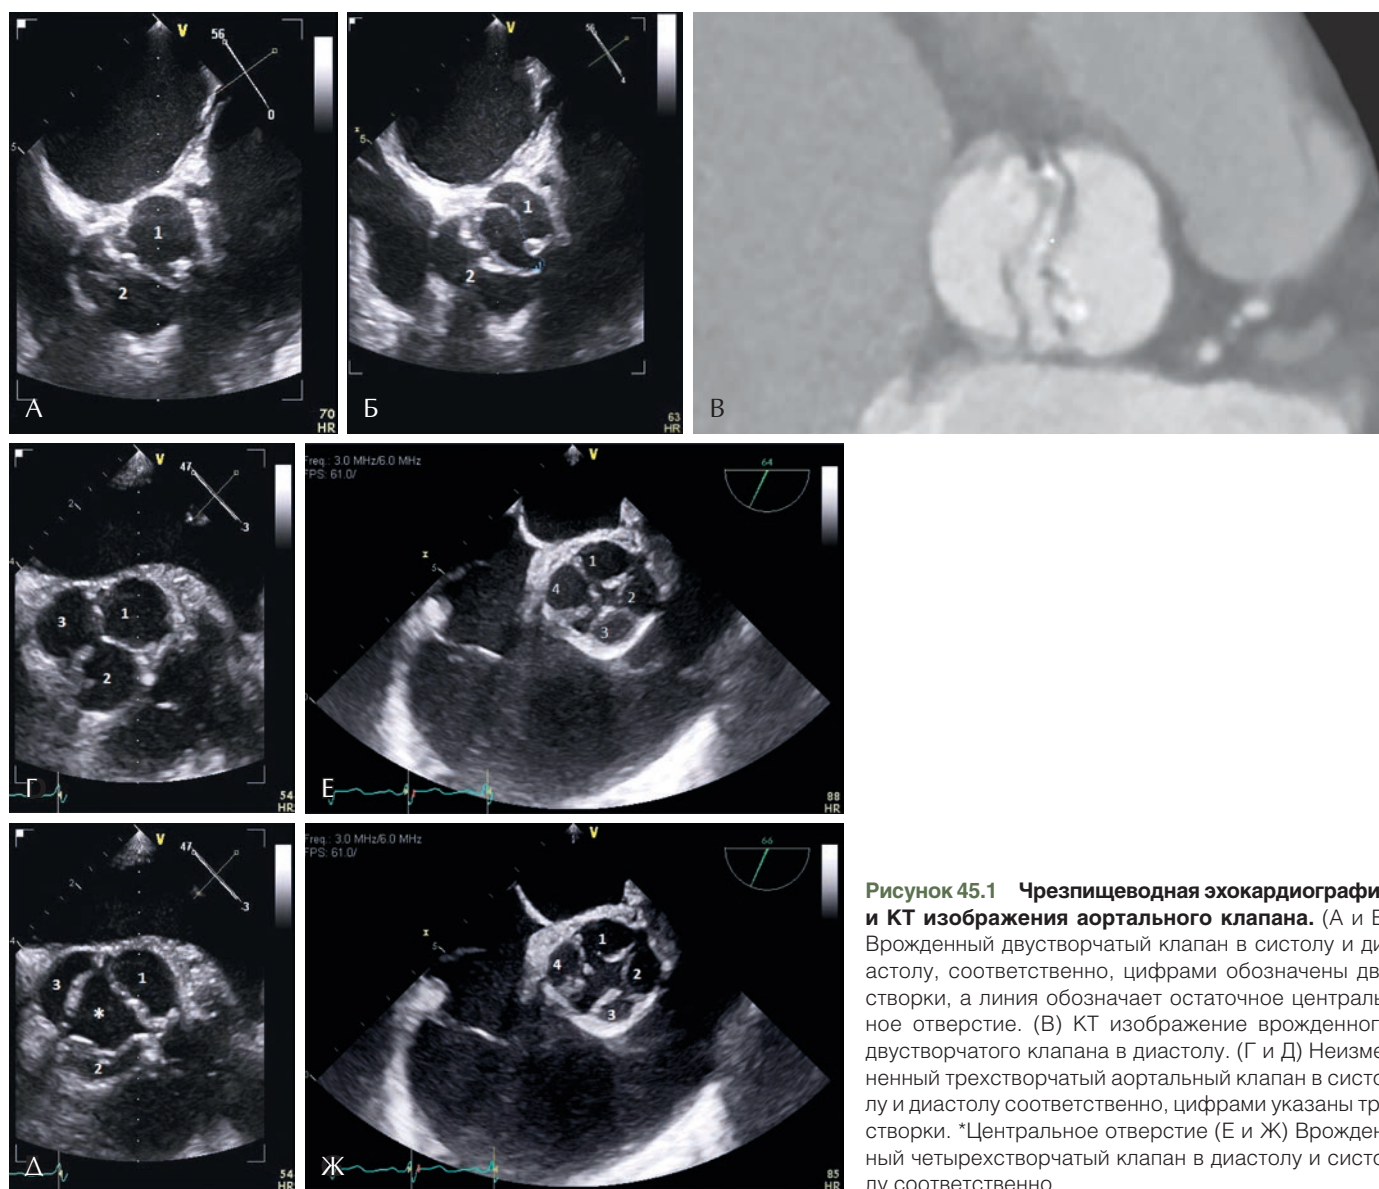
Чрезпищеводная эхокардиография и КТ изображения аортального клапана. (А и Б) Врожденный двустворчатый клапан в систолу и диастолу, соответственно, цифрами обозначены две створки, а линия обозначает остаточное центральное отверстие. (В) КТ изображение врожденного двустворчатого клапана в диастолу. (Г и Д) Неизменный трехстворчатый аортальный клапан в систолу и диастолу соответственно, цифрами указаны три створки. *Центральное отверстие (Е и Ж) Врожденный четырехстворчатый клапан в диастолу и систолу соответственно.
